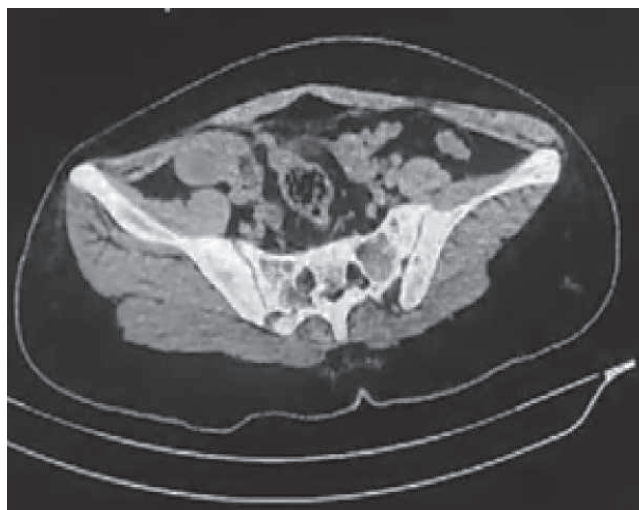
Tomografía simple axial computarizada, corte axial.
